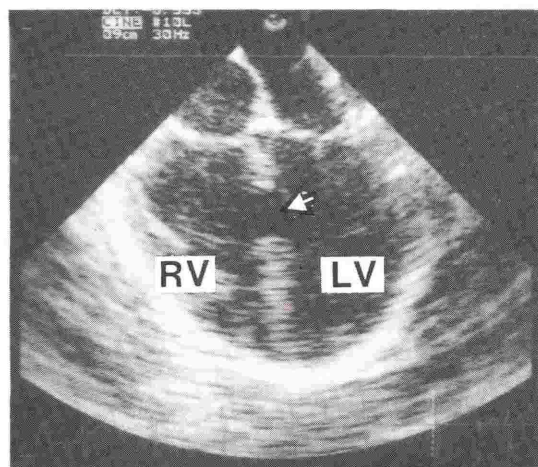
Transesophageal view of a muscular ventricular septal defect in the inlet interventricular septum (arrow). LV=left ventricle; RV=right ventricle.
